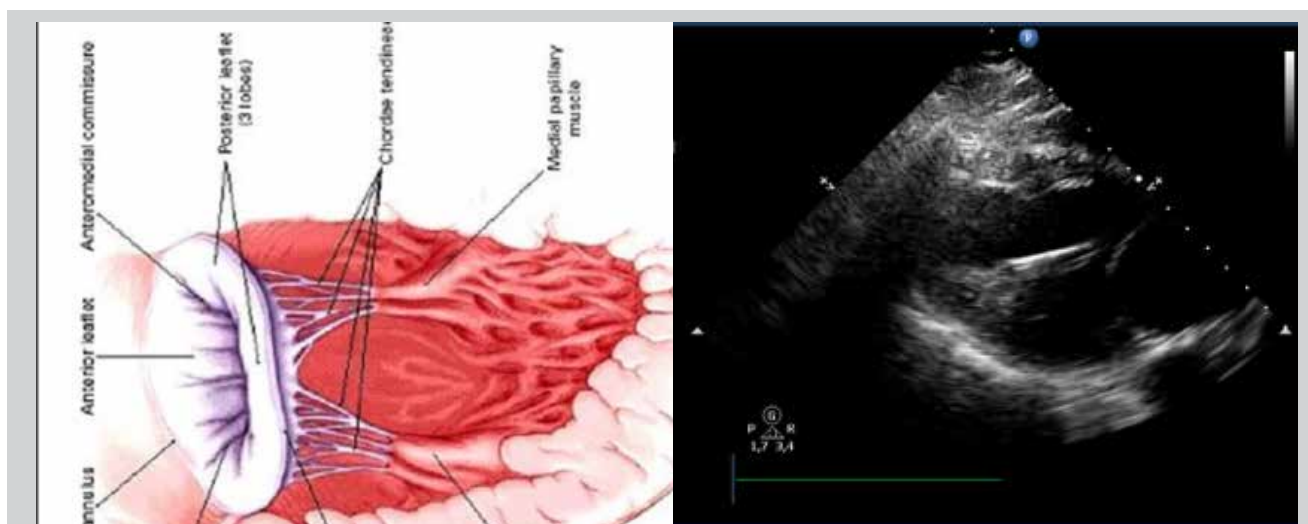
Imagen de ecocardiograma intracardiaco: se observa músculo papilar anterolateral y sombra acústica del catéter de crioblación a nivel de la cabeza del músculo papilar anterolateral con adecuado apoyo, contacto y estabilidad (caso clínico de Fundación Favaloro).
